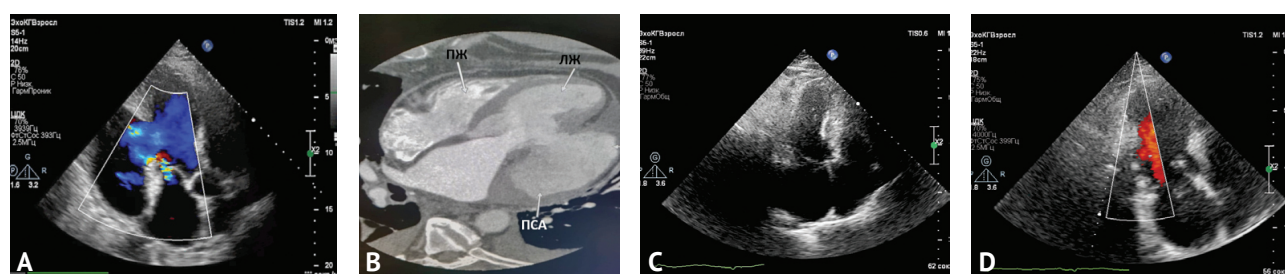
Клиническое наблюдение 1, больной П., 71 год. А — эхокардиограмма, двухмерная апикальная пятикамерная позиция, режим цветного доплера: разрыв боковой стенки левого желудочка с формированием гигантской псевдоаневризмы, превышающей по объёму полость самого левого желудочка и соединённой с левым желудочком довольно широкой шейкой; В — компьютерная томография сердца с болюсным контрастным усилением: дефект наружной стенки левого желудочка, псевдоаневризма размером 75×58×96 мм; С — эхокардиограмма через 1 год после пластики псевдоаневризмы левого желудочка заплатой, апикальная четырёхкамерная позиция; D — эхокардиограмма через 1 год после пластики псевдоаневризмы левого желудочка заплатой, апикальная трёхкамерная позиция в режиме цветного доплера: за боковой стенкой левого желудочка и за левым предсердием остаточная полость аневризмы 4×3 см, отделённая от полости левого желудочка заплатой
